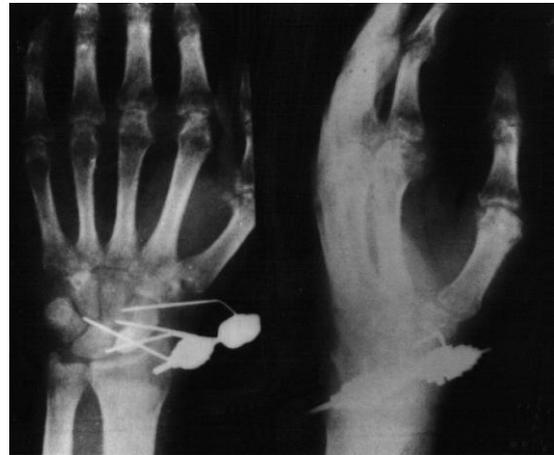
Рентгенограммы больного К., 18 лет, через 21 день после произведенного чрескостного остеосинтеза.
